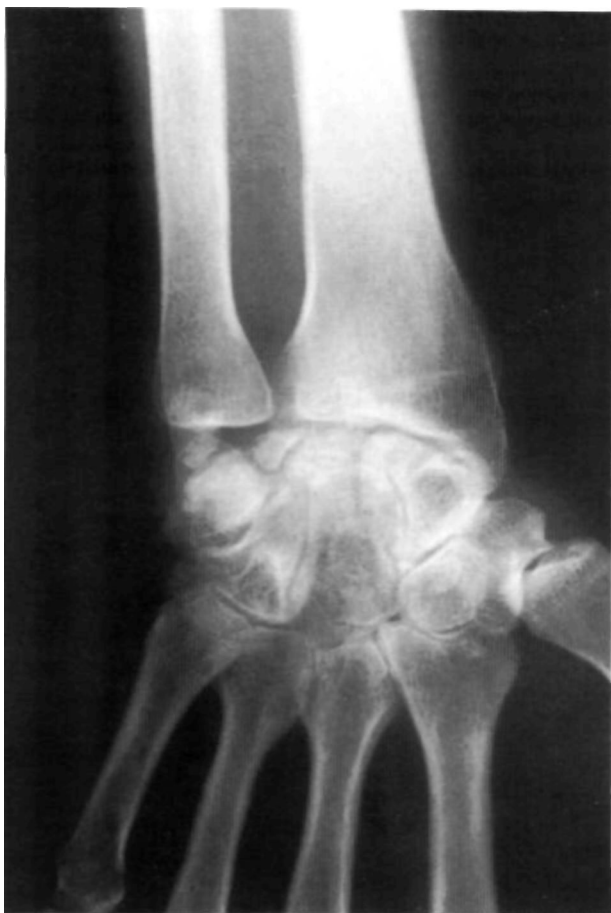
Radiografía de la muñeca. 12 años de evolución. Colapso parcial del semilunar, pseudoartrosis del polo súper-cubital y pinzamiento radio-carpiano.
